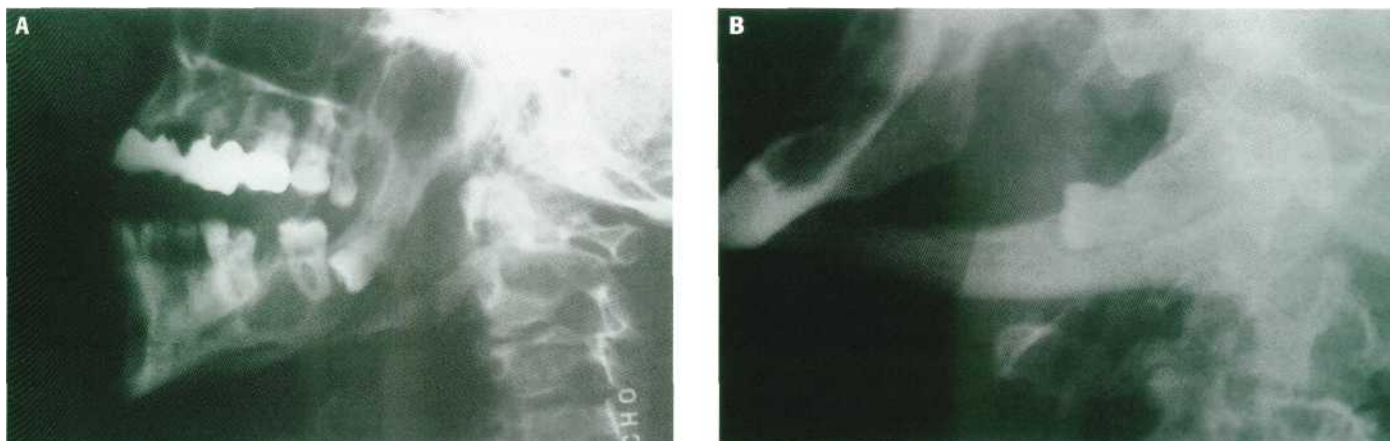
Radiografías extrabucales. (A) Proyección lateral de cráneo. (B) Radiografía lateral de cráneo desenfilada de maxilares.
